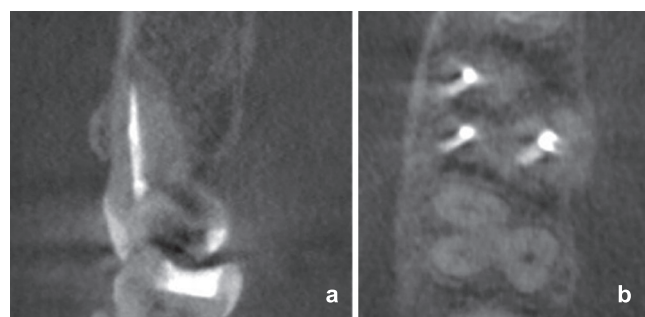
Эксцентрическое положение корневой пломбы в объеме корня лучше всего выявляется на рентгенографических срезах во фронтальной (а) и аксиальной (b) проекциях
